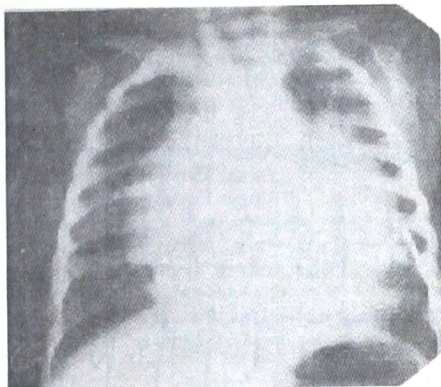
Рентгенограмма грудной клетки мальчика 9 месяцев с ранним врожденным кардитом
